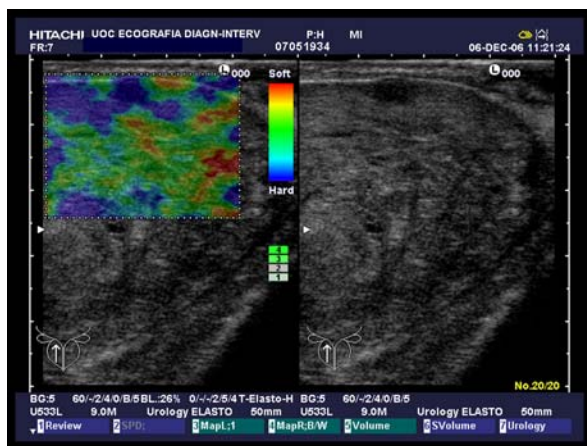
Tumore periferico rilevato sia dall'ecografia B-mode che dall'elastasonografia.
